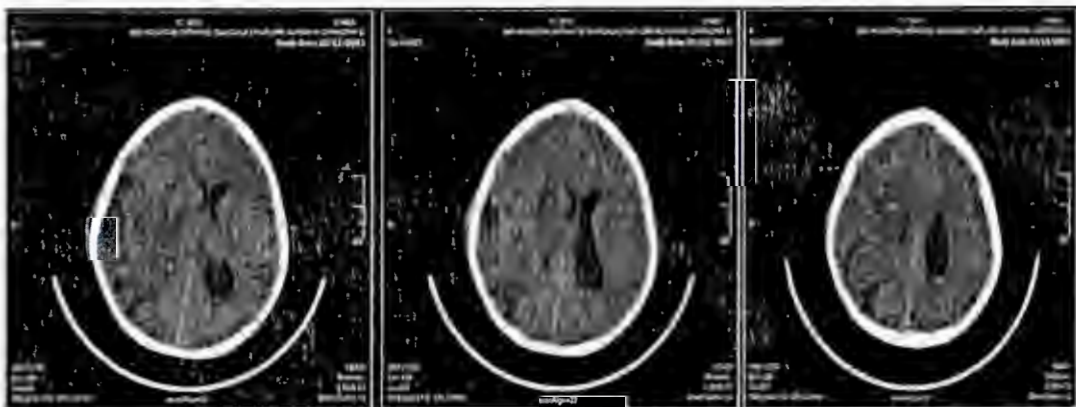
Se realiza TAC simple y se encuentra disminución notable de los abscesos (46X18 mm), edema perilesional y desplazamiento de la línea media.
